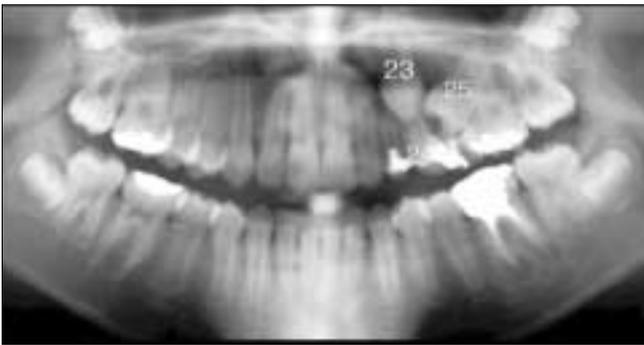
Initial radiographic view
